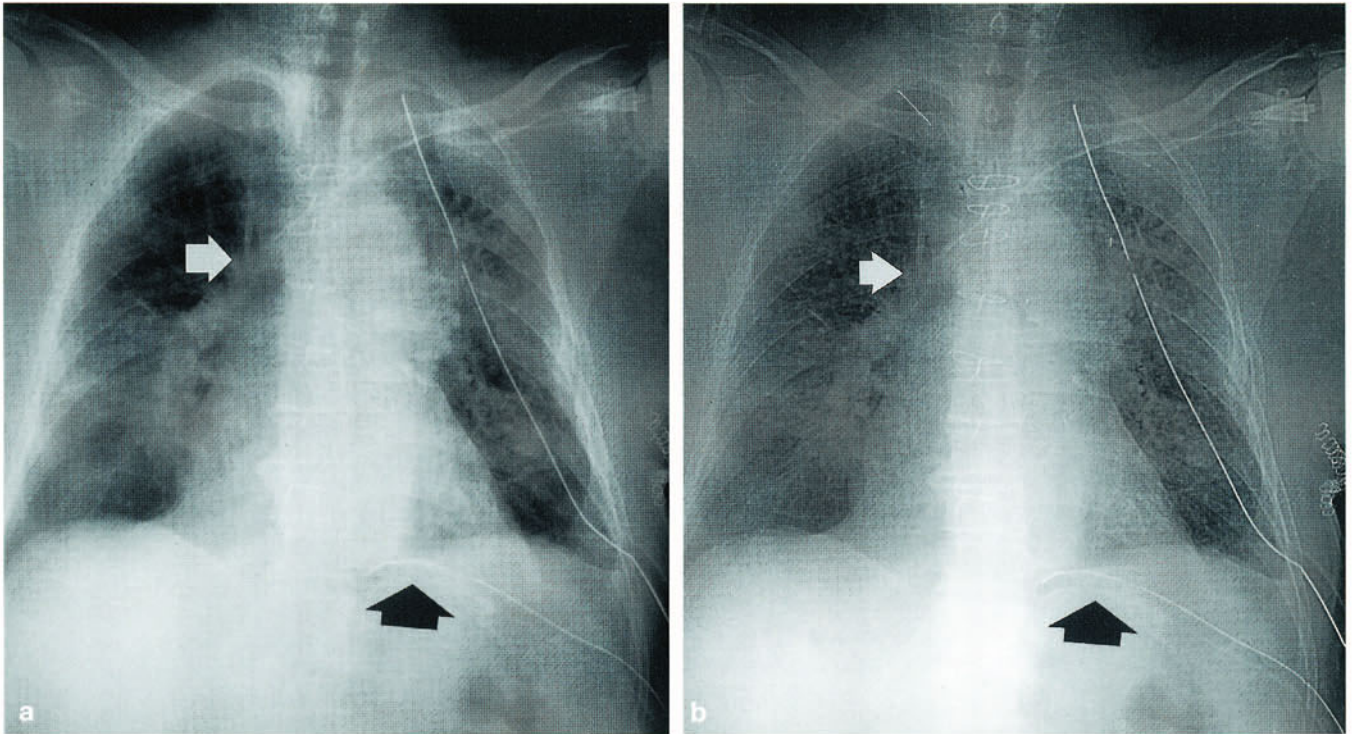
Digitale Radiographie. Digital hergestellte Thoraxaufnahme ohne (a) und mit (b) kantenanhebendem Rechenmodus. Während sich die Aufnahme ohne Kantenanhebung (a) besser zur Beurteilung des Lungenparenchyms eignet, lassen sich mit Kantenanhebung insbesondere der Verlauf von Kathetern und Drainagen (Pfeile) besser verfolgen
